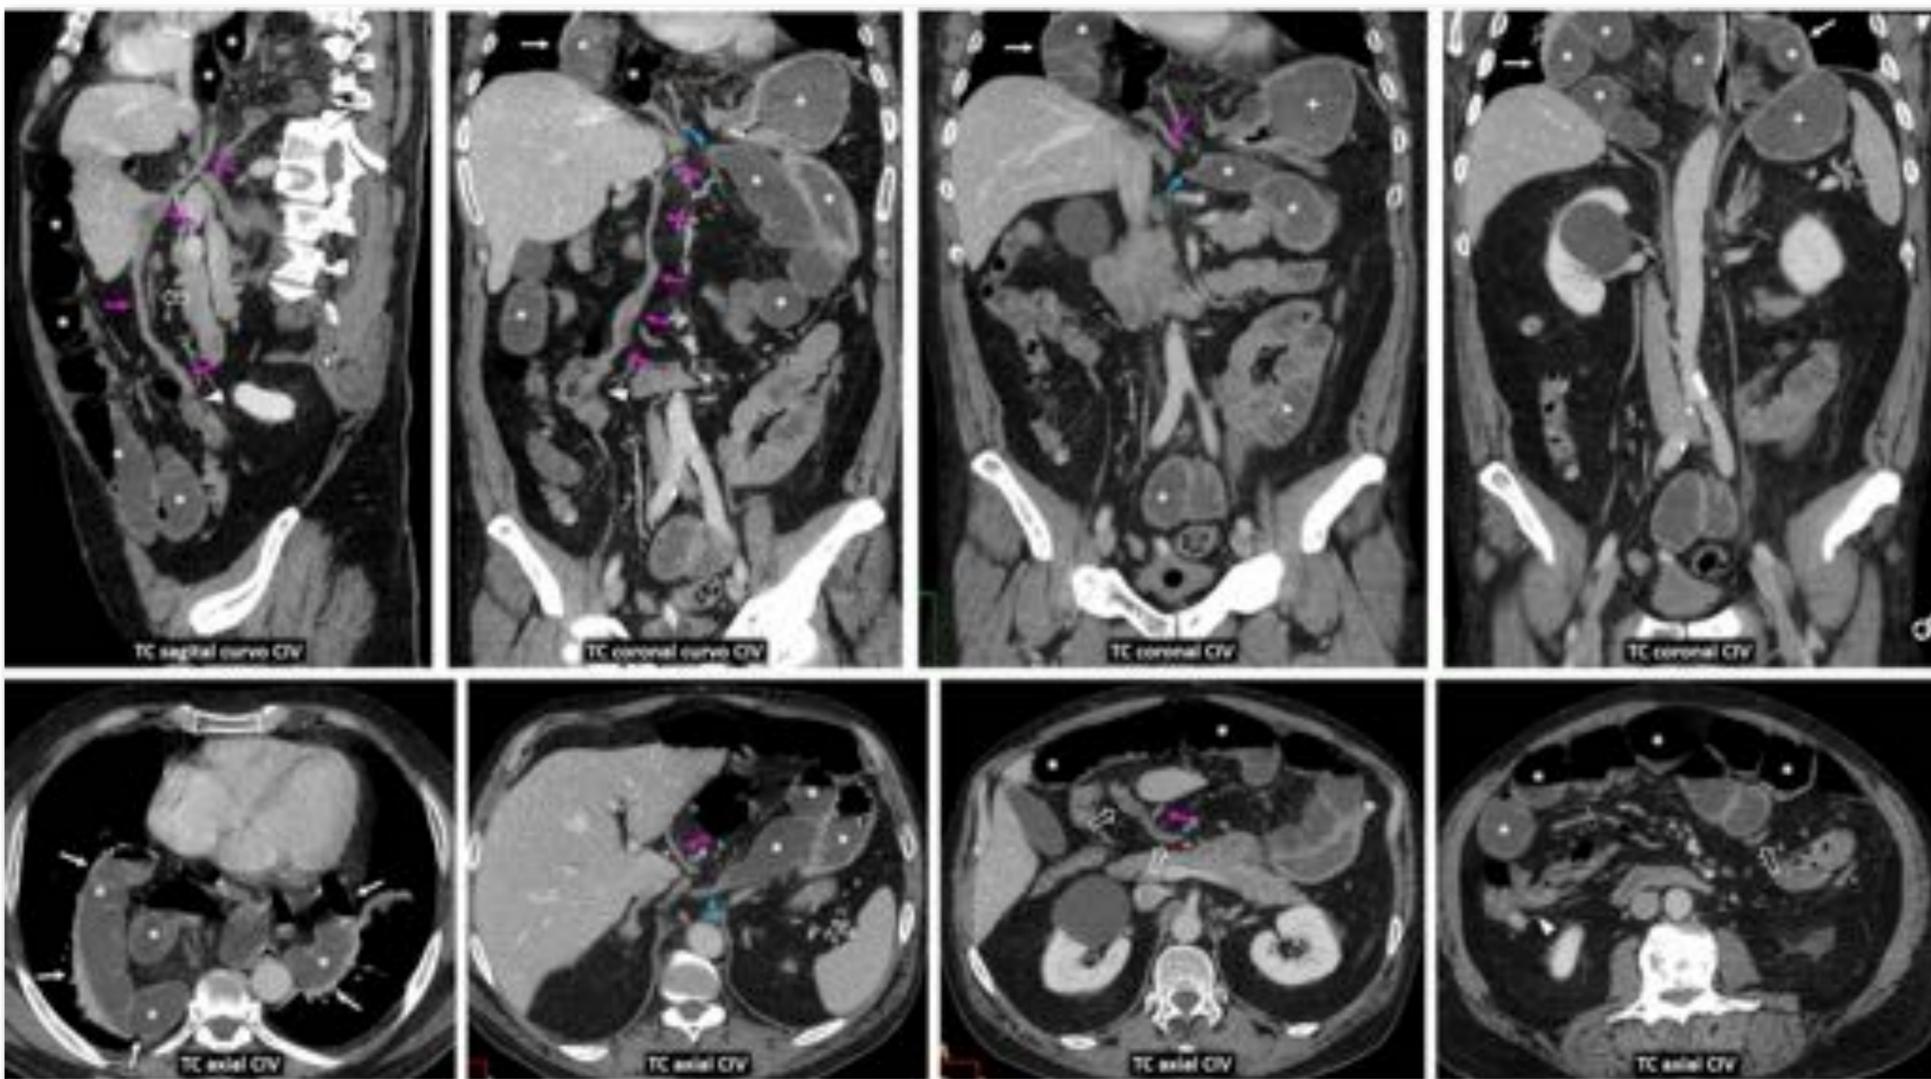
Es el mismo paciente de la Figura anterior. TC tras sondaje gástrico (+). Gran hernia de hiato (flechas), con dos componentes paraesofágicos que contienen un largo tramo de íleon distal dilatado (*), que se afila en la salida, siguiéndose por 20 cm de íleon terminal casi vertical (flechas rosas) con trayecto antecólico hasta una válvula íleocecal ascendida (cabezas de flecha). Flechas huecas: colon transverso. Flechas azules: entrada en la hernia. En cirugía laparoscópica muy laboriosa se consiguió reducir el contenido herniario y realizar una corrección tipo Nissen, con buena evolución. Véase también la Figura 36.
